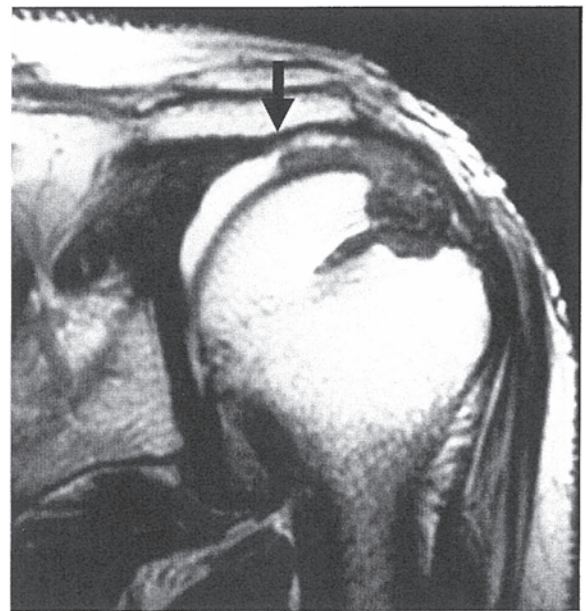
術後再断裂例の MRI T2 強調画像. 術後再断裂例のほとんどが大腿筋膜の中枢端で再断裂していた (矢印).
